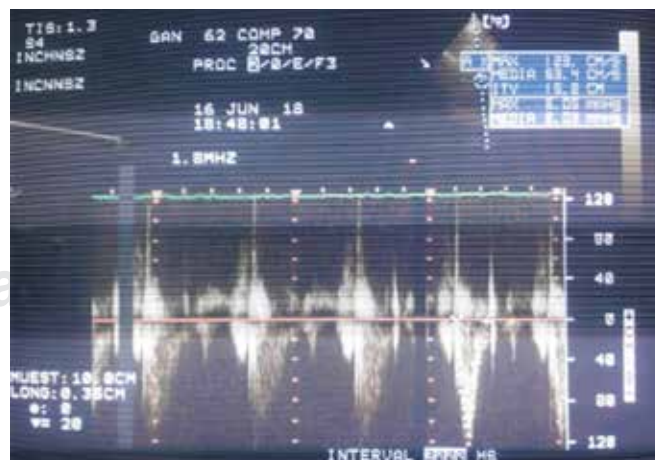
VTI (Velocity Time Integral, por sus siglas en inglés) es obtenido en Doppler, medido a través del tracto de salida de la válvula aórtica. Éste se utiliza para calcular el GC: $3.14 (\text{diámetro del tracto de salida del VI en cm}^2)^2 \times \text{ITV} = \text{volumen latido (VL) cm}^3$, por ende el GC es el resultado de VL X Frecuencia cardíaca.
